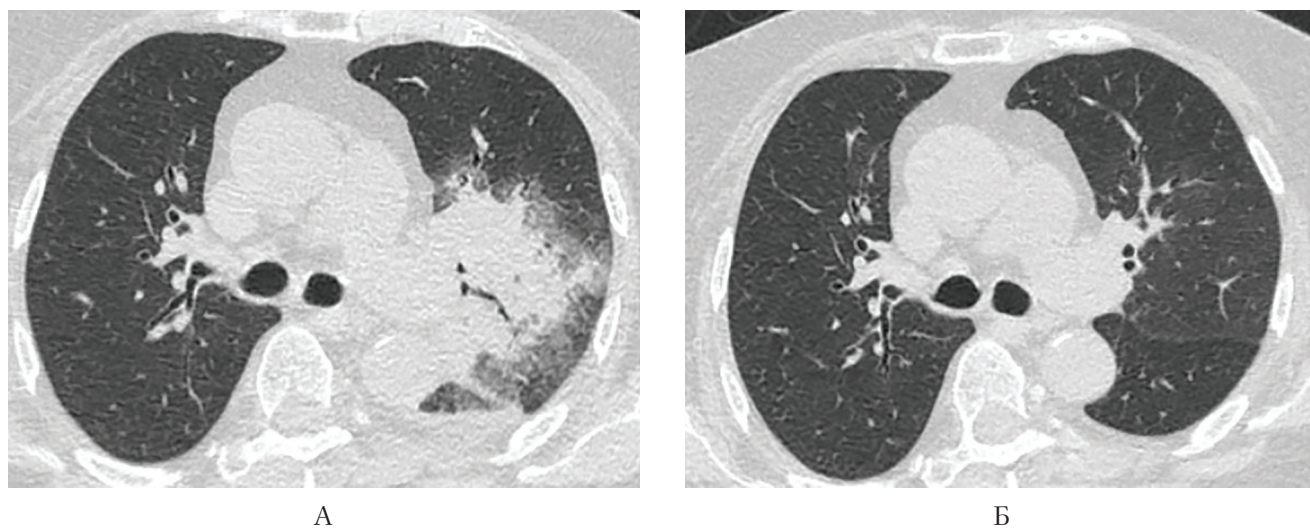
Динамика изменений при КТ ОГК больной А. за время первой госпитализации
